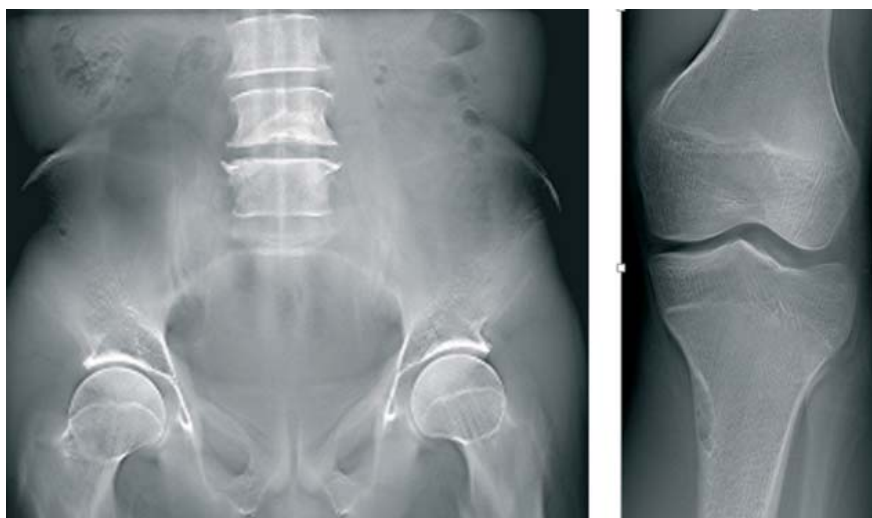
Radiografia standard a oaselor: proiecția de față, inclusiv osul simetric contralateral (a) și de profil (b).
